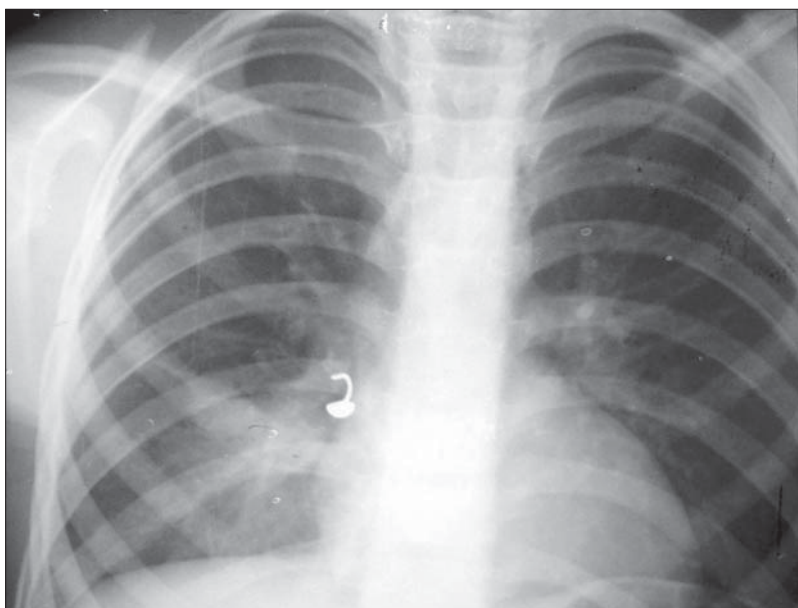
Radiografie toracică în incidență PA. Corp străin radioopac care obstruează bronșia lobului mijlociu drept. Se constată opacitate cu caractere retractile a lobului mijlociu drept.
